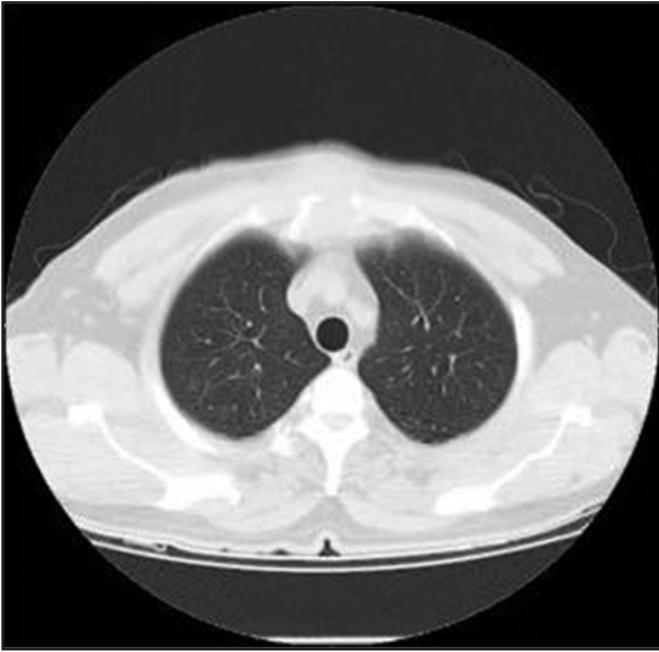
Tomografia computadorizada do tórax, mostrando lesão lítica no osso esterno
